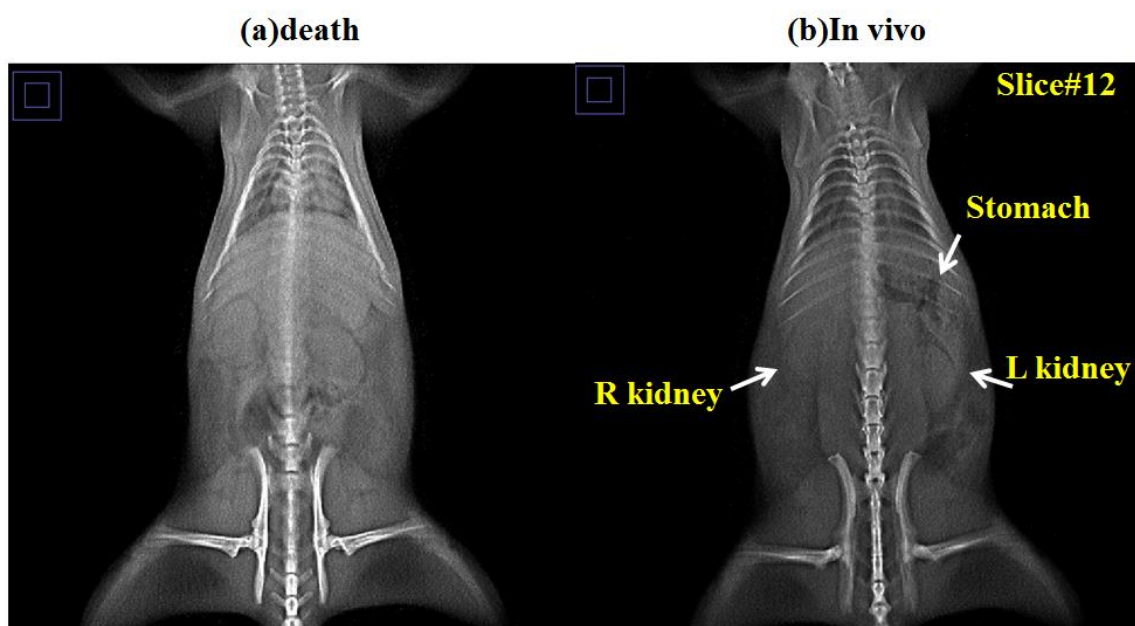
圖十三、大鼠 X-ray 影像及 TomoDR 影像之比較四。
